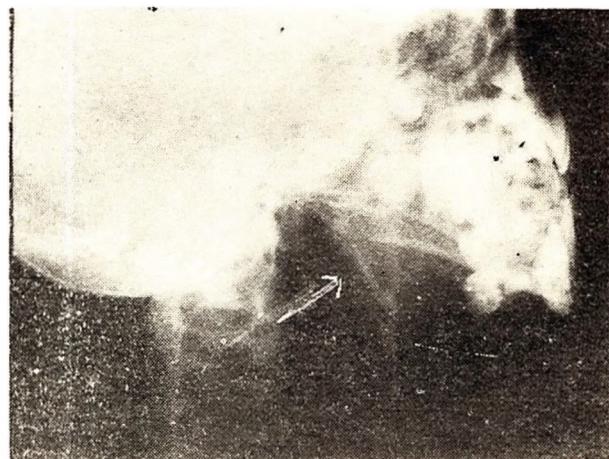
Radiografía de hemimáxilar derecho, donde se constata una lesión osteolítica multilocular.
